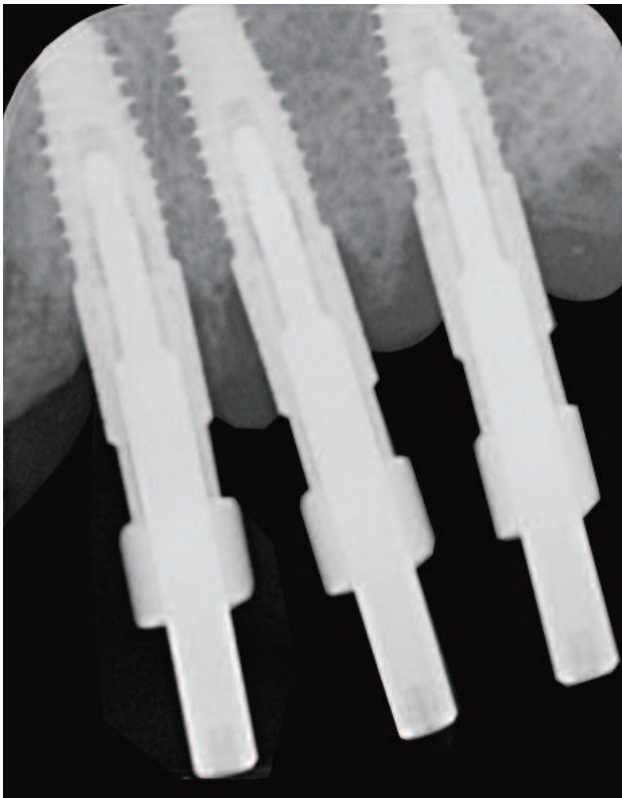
Radiografía de ajuste de postes de impresión para puente metal-cerámico 2.4-2.6.
